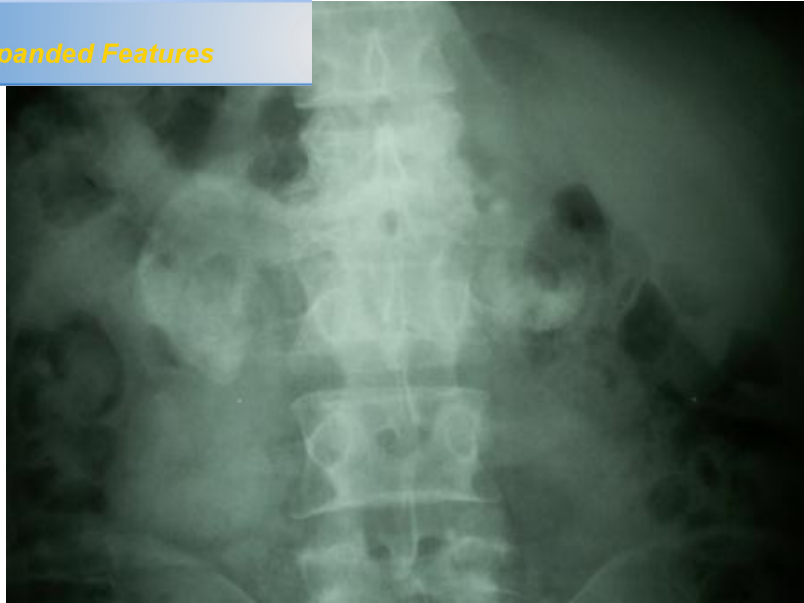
Image d'une radiographie de face du rachis montrant un tassement vertébral de L1-L2 et des fuseaux paravertébraux.
